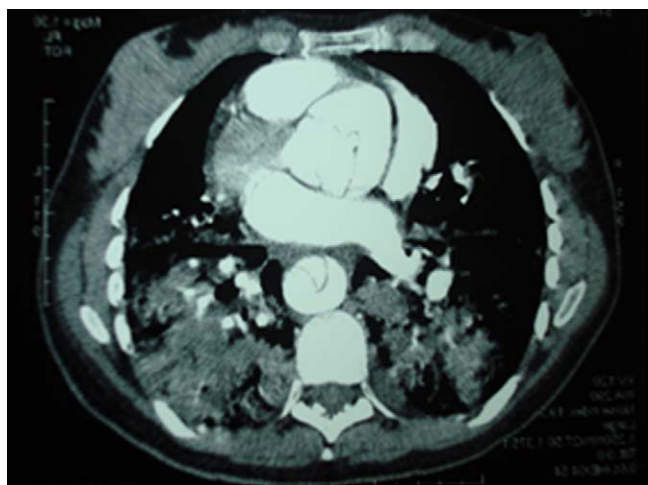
Tomografía computarizada de la disección a nivel de aorta ascendente.
